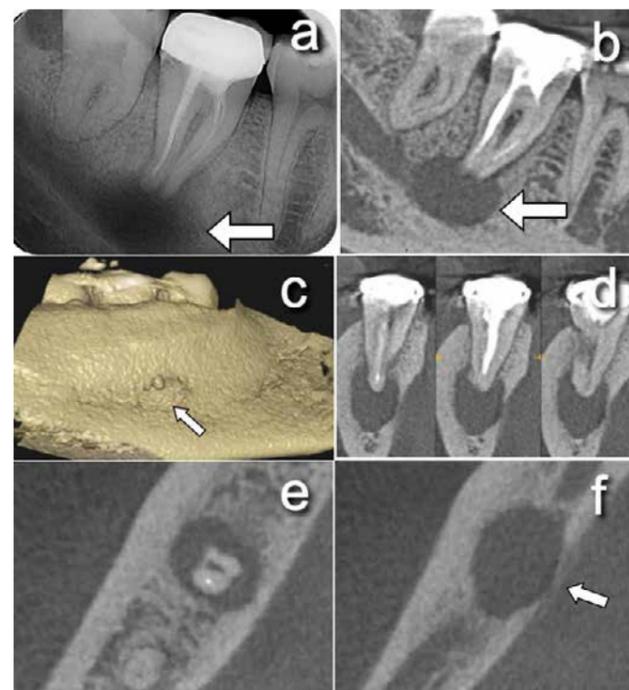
(a) Radiografía periapical del diente 4.7 con una imagen radiolúcida periapical y obturación de conductos deficiente. (b) Corte sagital del CBCT del diente 4.7 donde se observa el tamaño de la lesión periapical y el compromiso del conducto dentario. (c) Reconstrucción volumétrica donde observamos la perforación de la cortical lingual por encima del surco milohioideo. (d) Cortes coronales del CBCT donde se aprecia la apertura de la lesión periapical hacia la cortical lingual del maxilar inferior. (e y f) Cortes axiales a diferentes niveles de la lesión periapical donde evaluamos el tamaño de la lesión y su progresión hacia la cortical lingual.
